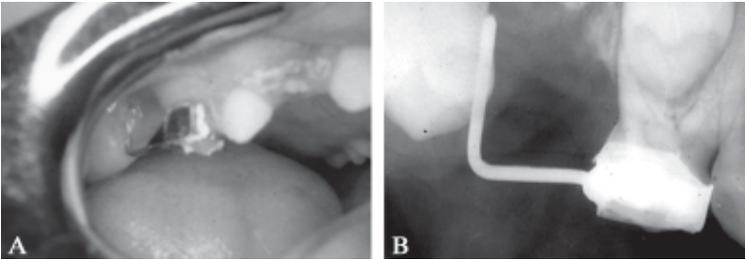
A: mantenedor de espacio mediante guía de erupción. B: radiografía donde se observa la guía de erupción.
